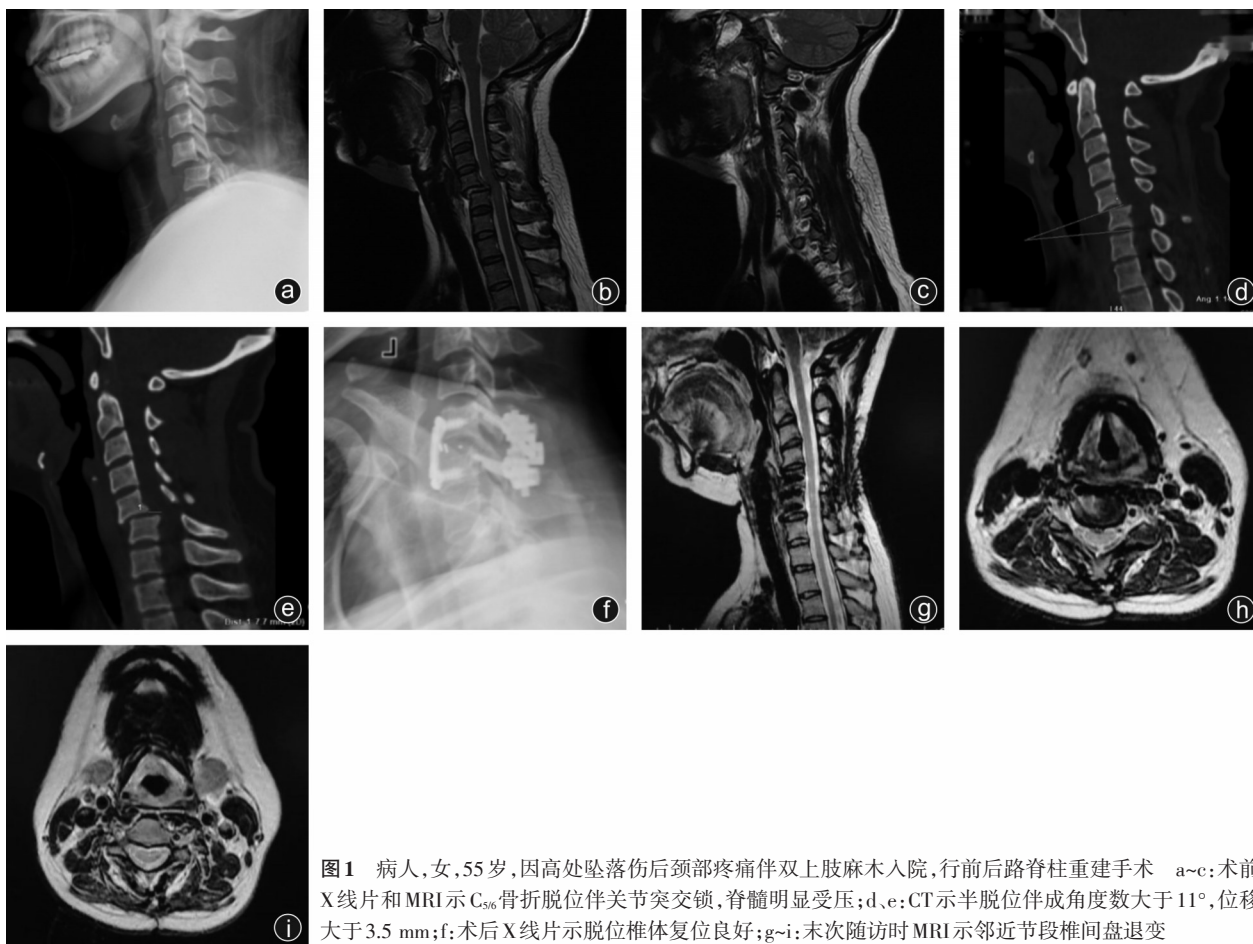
病人,女,55岁,因高处坠落伤后颈部疼痛伴双上肢麻木入院,行前后路脊柱重建手术 a~c:术前X线片和MRI示C<sub>5/6</sub>骨折脱位伴关节突交锁,脊髓明显受压;d,e:CT示半脱位伴成角度数大于11°,位移大于3.5 mm;f:术后X线片示脱位椎体复位良好;g~i:末次随访时MRI示邻近节段椎间盘退变
